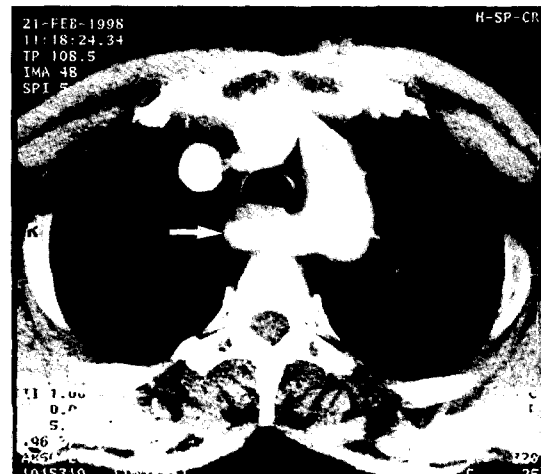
CT scan of the chest shows right retroesophageal subclavian artery(arrow).
